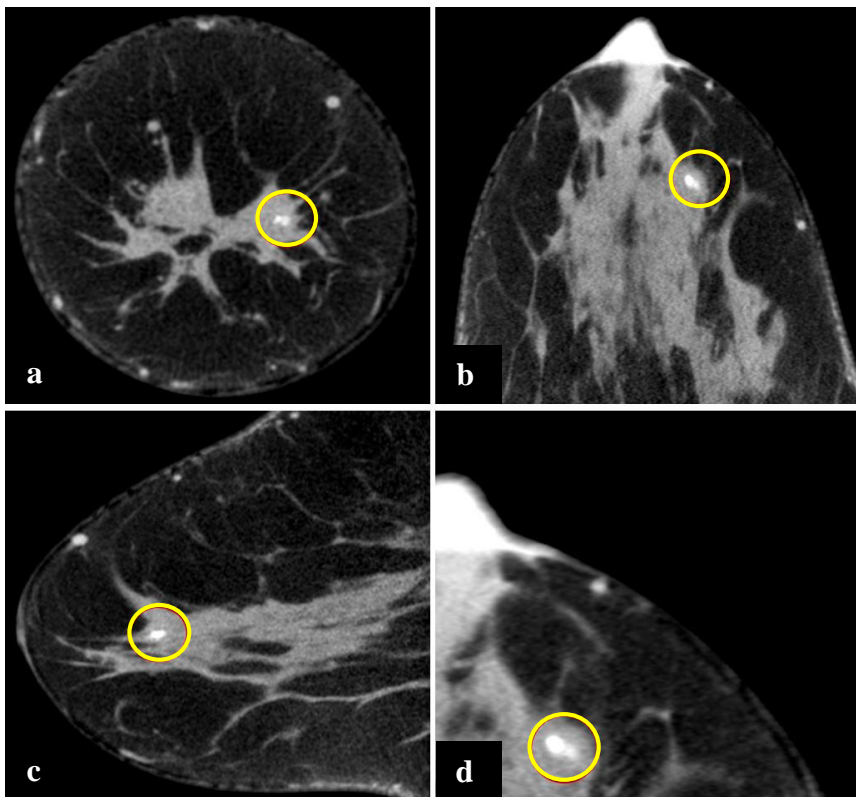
Darstellung eines DCIS, G1 (gelbe Kreise) in der CBCT in (a) coronarer, (b) axialer, (c) sagittaler und (d) coronarer Schichtebene vergrößert durch Bildzooming dargestellt.
